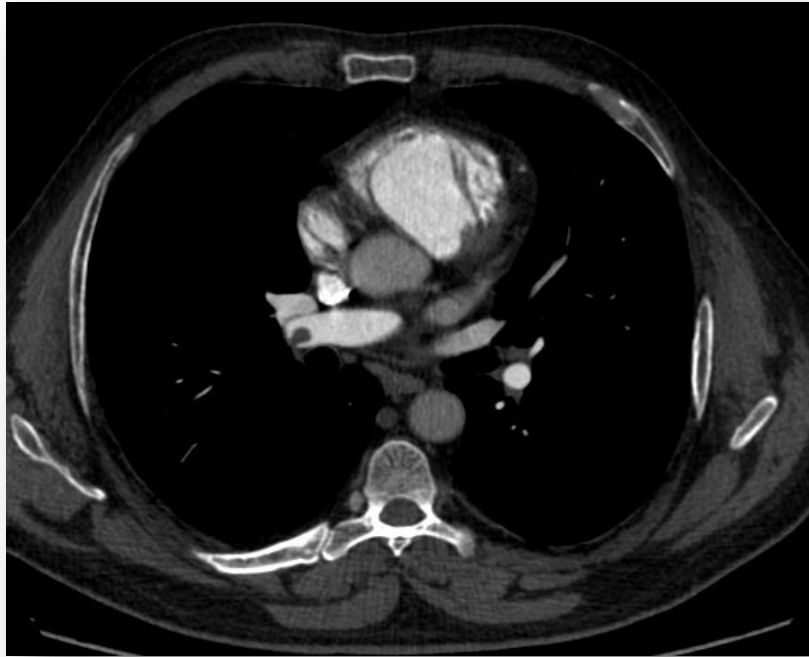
Paciente masculino, 50 anos, com suspeita clínica de TEP. Na Angio-TC axial (A) e coronal (B), os radiologistas, residentes da radiologia e um emergencista concluíram pela presença de êmbolo na artéria lobar inferior direita, com discordância de um dos médicos da emergência.
